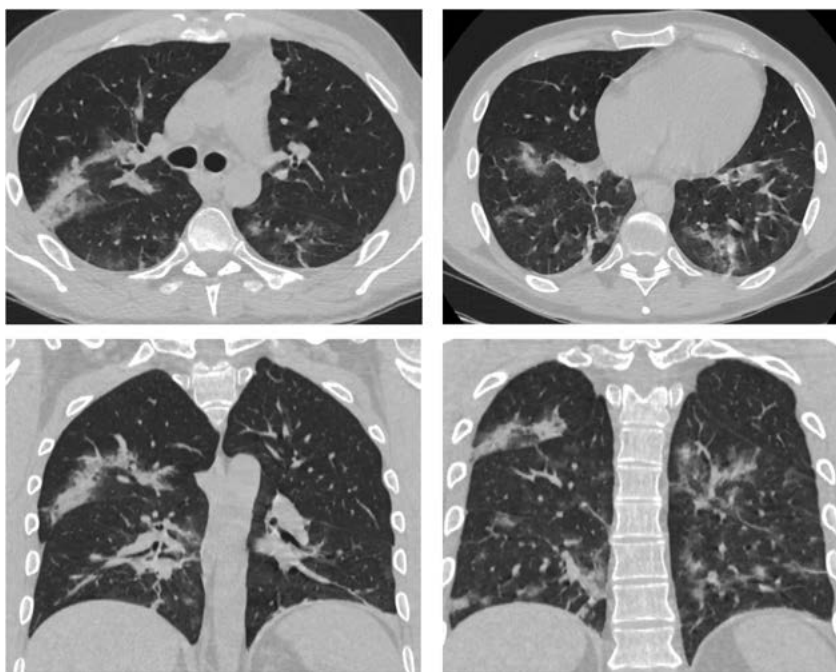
КТ ОГК от 15.10.2020. Участки уплотнения паренхимы легких по типу «матового стекла», расположенные диффузно практически во всех сегментах, а также локальные участки «консолидации» в S3 справа и S6 слева
